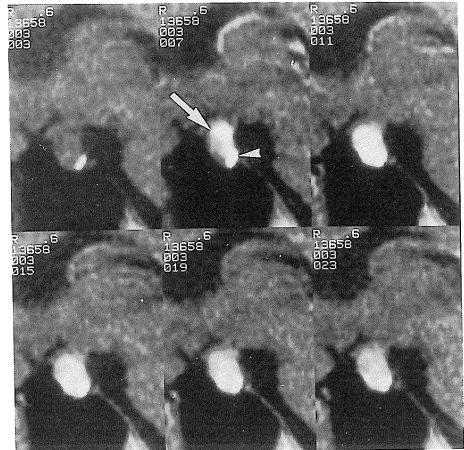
Dynamic MR images of a hypertrophic anterior pituitary. The anterior pituitary is in contact with the optic chiasma. The enhancement patterns of the anterior (arrow) and posterior pituitaries (arrowhead) are normal, excluding a tumor.
